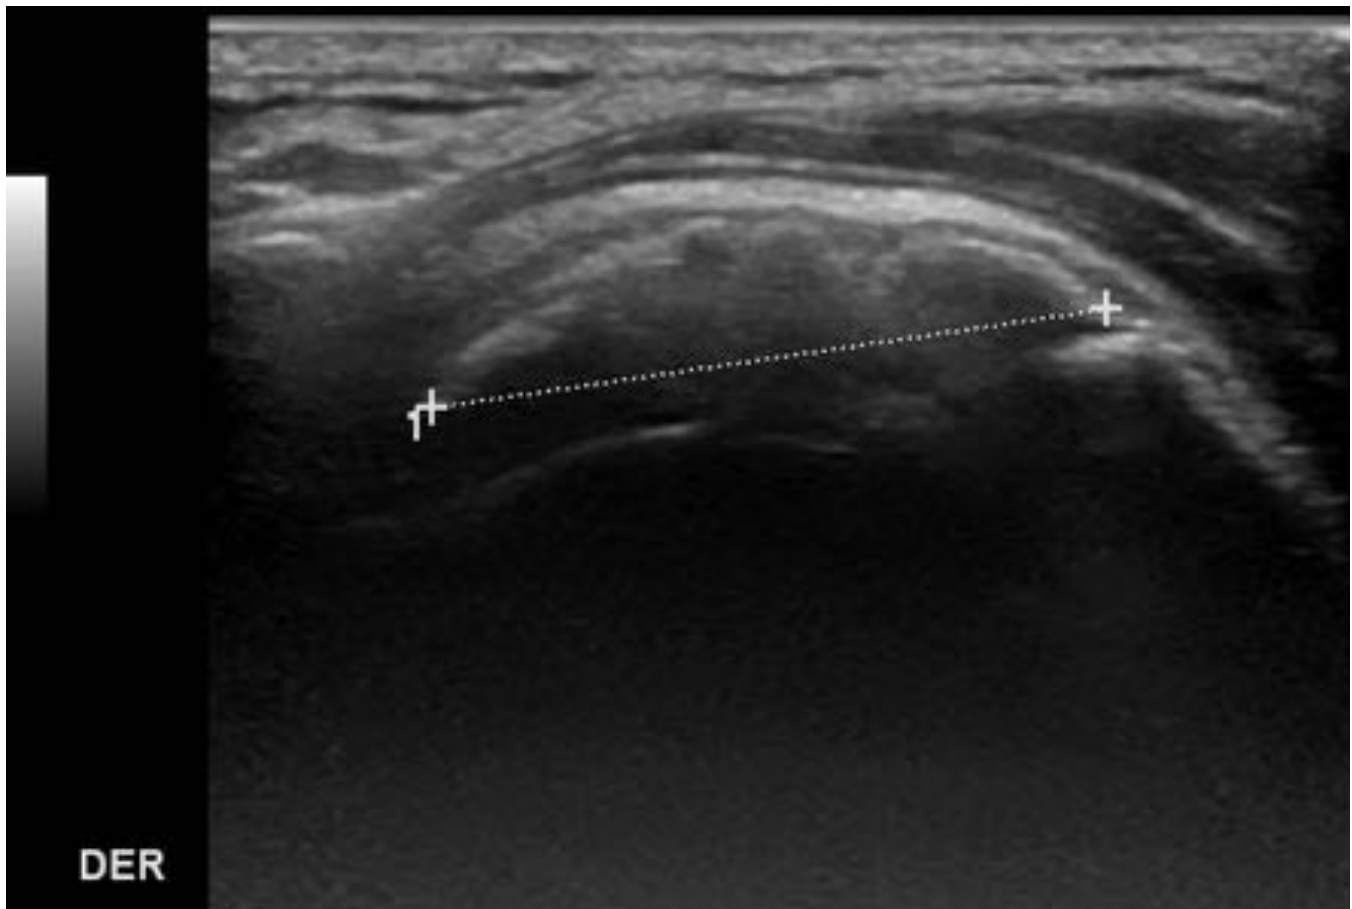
La segunda prueba de imagen a realizar es una ecografía del manguito rotador. Esta prueba permite identificar pequeñas calcificaciones no visibles mediante radiografía simple que puedan justificar el dolor, localizarlas con mayor exactitud y valorar otras patologías de los tendones como la degeneración tendinosa o la rotura.
